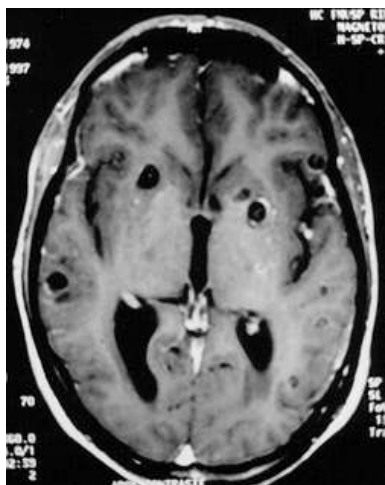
Ressonância magnética do cérebro: corte axial (SE 520/20). Cisticercos ativos (lesões hipointensas) e cistos em degeneração (lesões com hipersinal em relação aos cistos ativos). Note o escólex em vários cistos (área com hipersinal).
